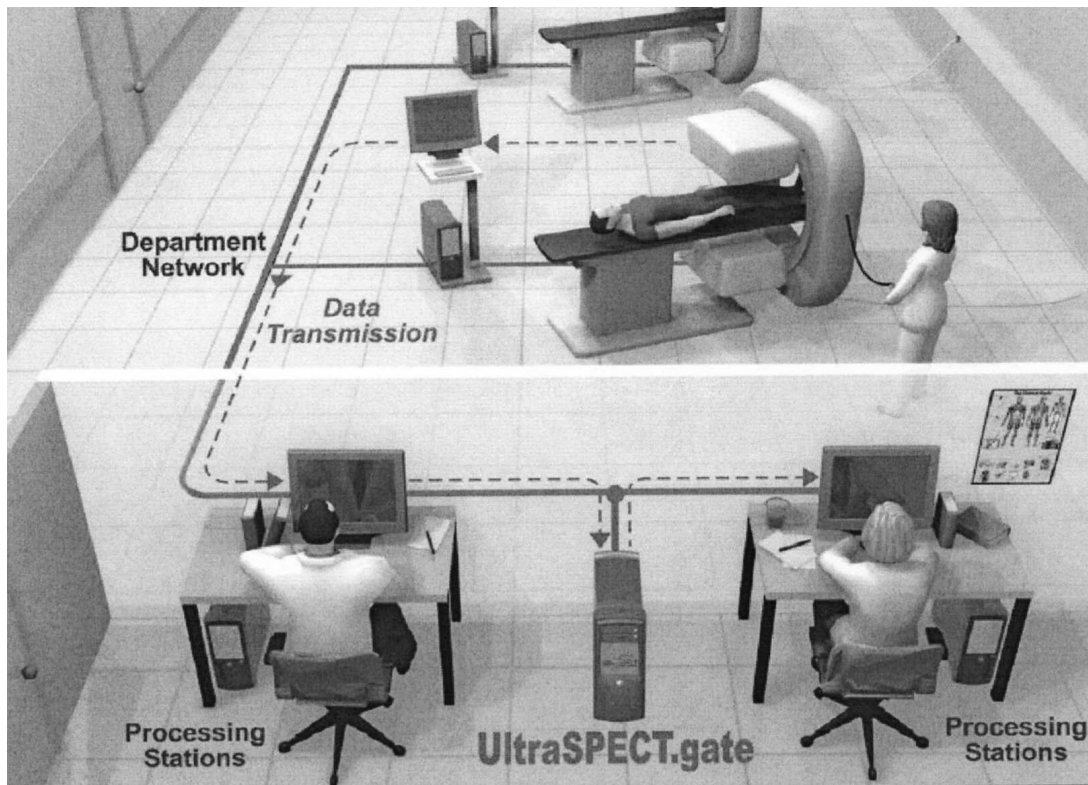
UltraSPECT.gate computer is connected to the NM camera and workstation network intended of reconstruction or enhancing data acquired by a NM gamma camera. The reconstructed data is sent to a NM workstation for final processing and physician review.
